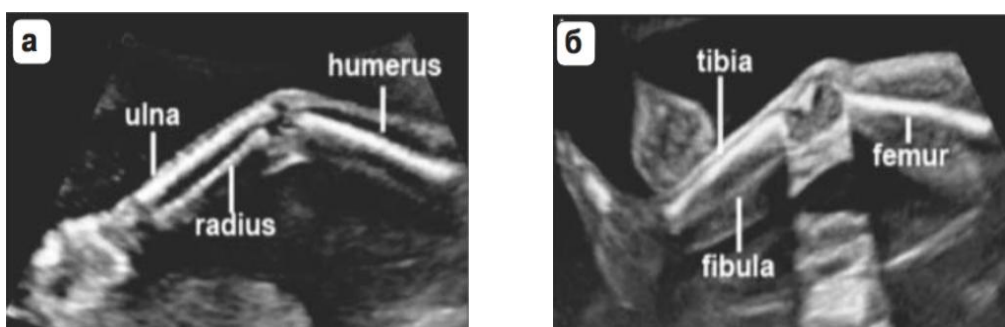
Конечности плода (УЗИ, 2 триместр).
